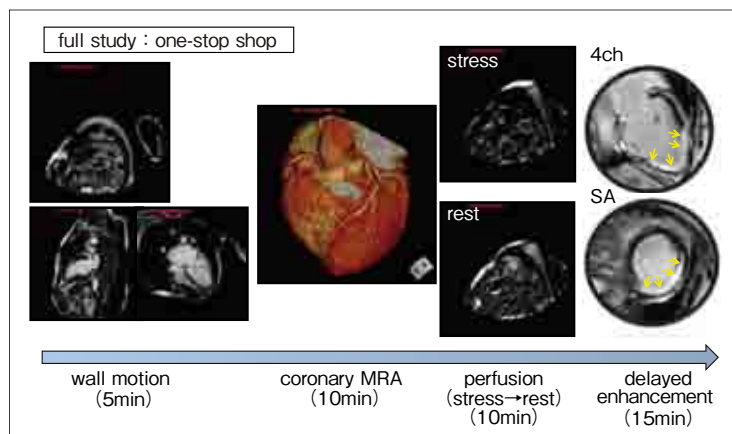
心臓MRI (CMR) full study
